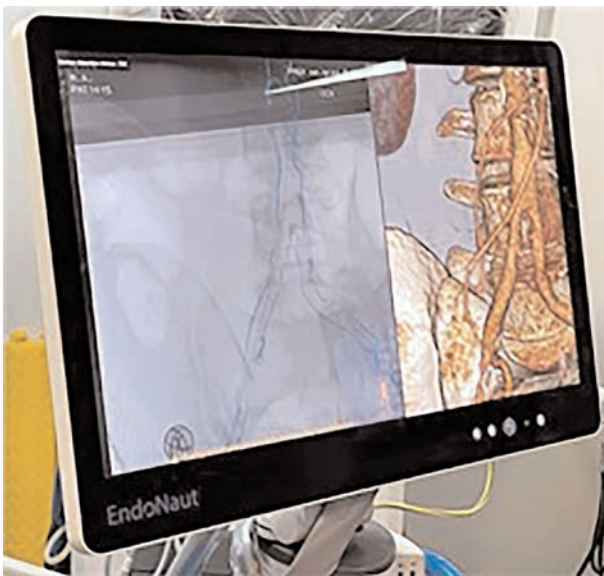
Слияние 3D-КТ-реконструкции с рентгеноскопическим изображением С-дуги
